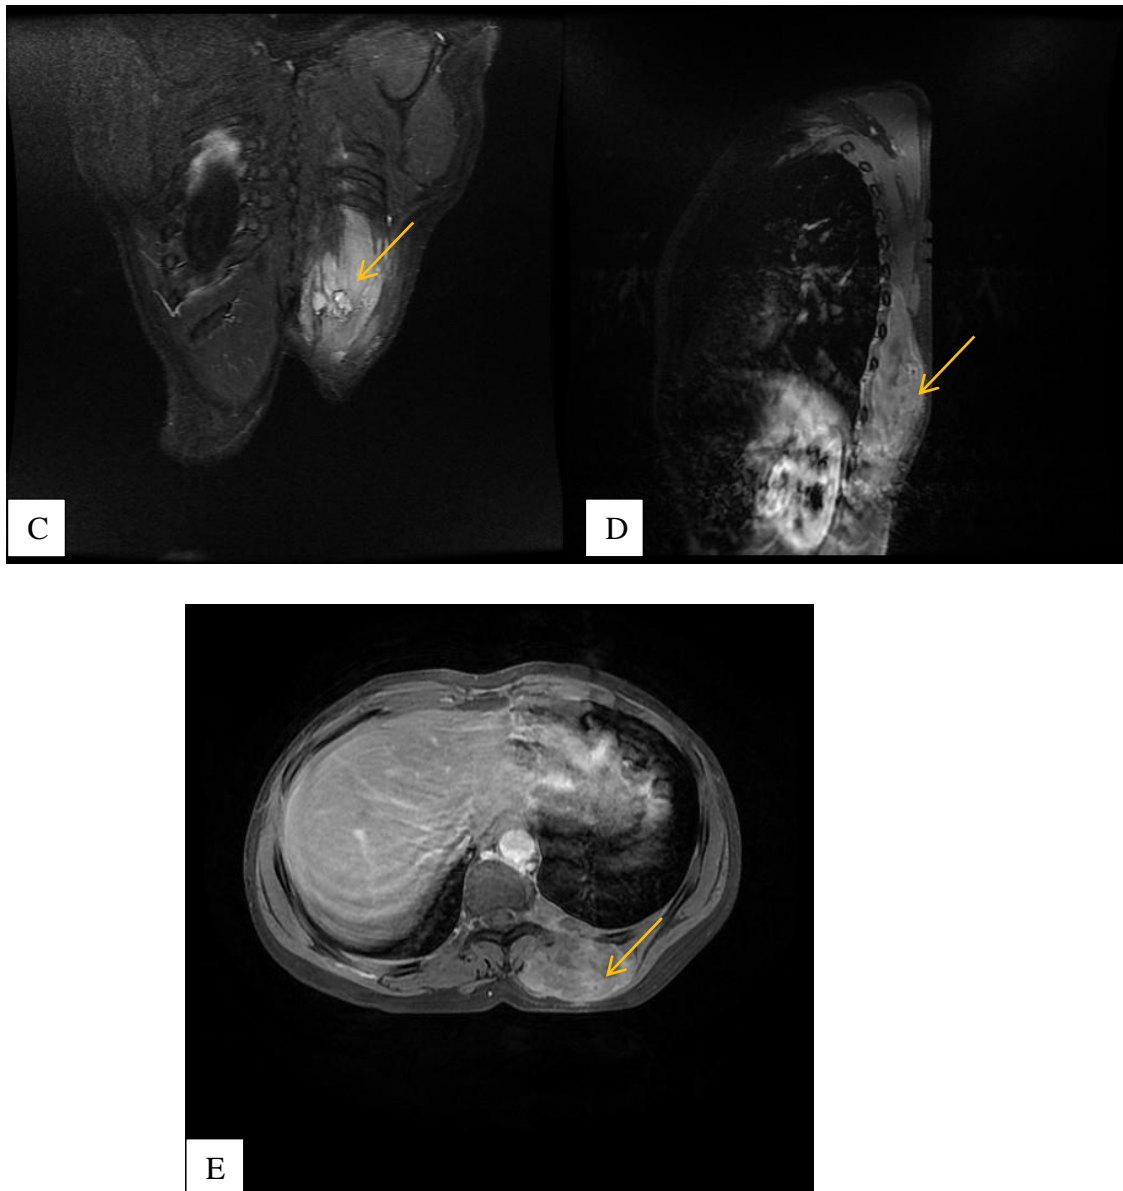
Imagerie du Service de Radiologie du CHU de FES (Hôpital Hassan II) : Complément IRM de la patiente de la figure 23 : Coupe coronale en séquence STIR (C), Séquence T1 Fat-Sat, après injection du gadolinium, en coupe Sagittale (D), puis Axiale (E), mettant en évidence la même lésion (flèche jaune) en hyper signal STIR, se rehaussant après injection de gadolinium de façon hétérogène.
